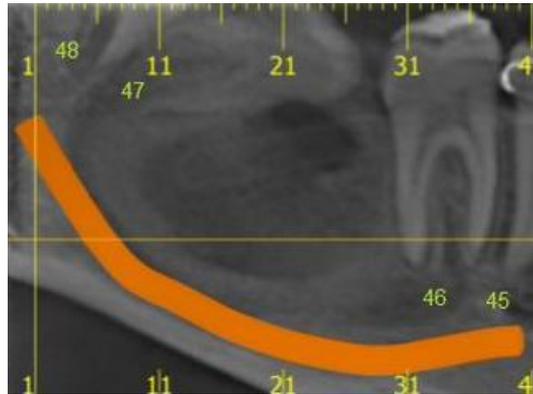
Radiografia de diagnóstico, evidenciando imagem radiolúcida extensa localizada no lado esquerdo da mandíbula.
